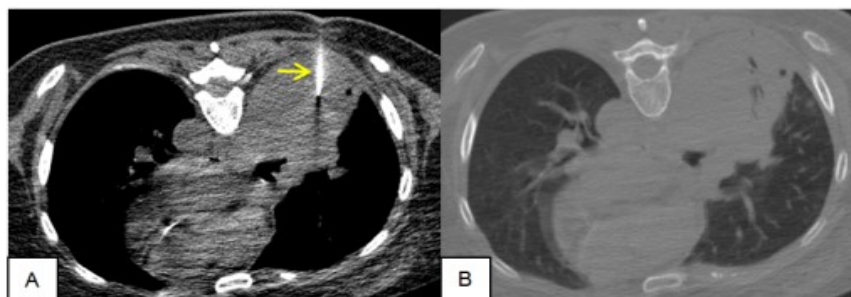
CT ngực ngày thứ 3 khi vào viện (sau hút dịch màng phổi phải)
